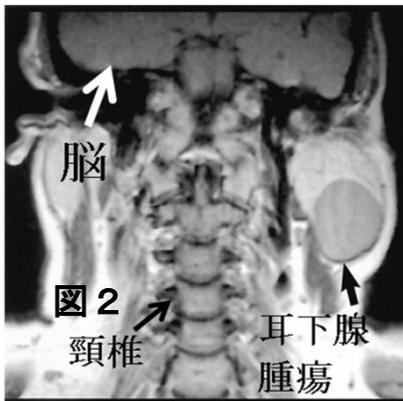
と図 3 を見れば耳下腺病変が脳とは完全に離れていて、本来ならば、脳 CT で耳下腺病変が写り込むことはありません。ではなぜ●●医療刑務所の脳 CT フィルムには耳下腺病変が写っていたのか？ それは通常の脳 CT 検査よりさらに撮影範囲を下へ、頸髄まで拡大したために、脳より下にある耳下腺病変がたまたま写り込んでしまったからです。
